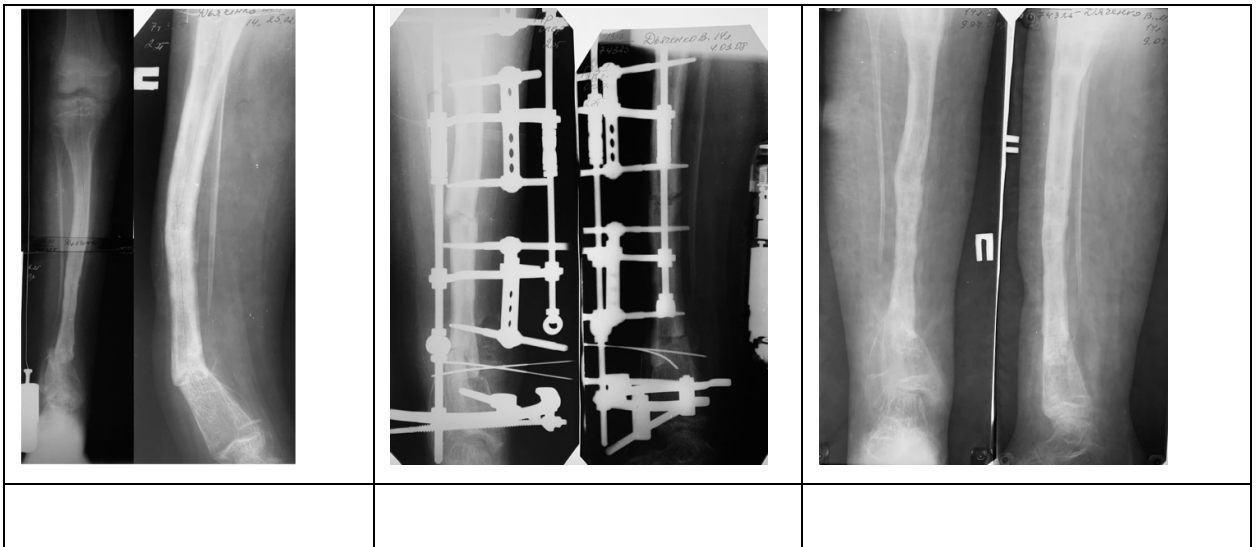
Фотовідбитки рентгенограм пацієнта Д., 14 років (Група 1), історія хвороби №74325, діагноз: Уроджений псевдоартроз кісток правої гомілки: а) до лікування; б) після проведеного лікування у АЗФ; в) через 6 місяців після хірургічного лікування відзначається первинне зрощення кісток гомілки , помірна вальгусна деформація кісток гомілки та гомілковоступневого суглобу
